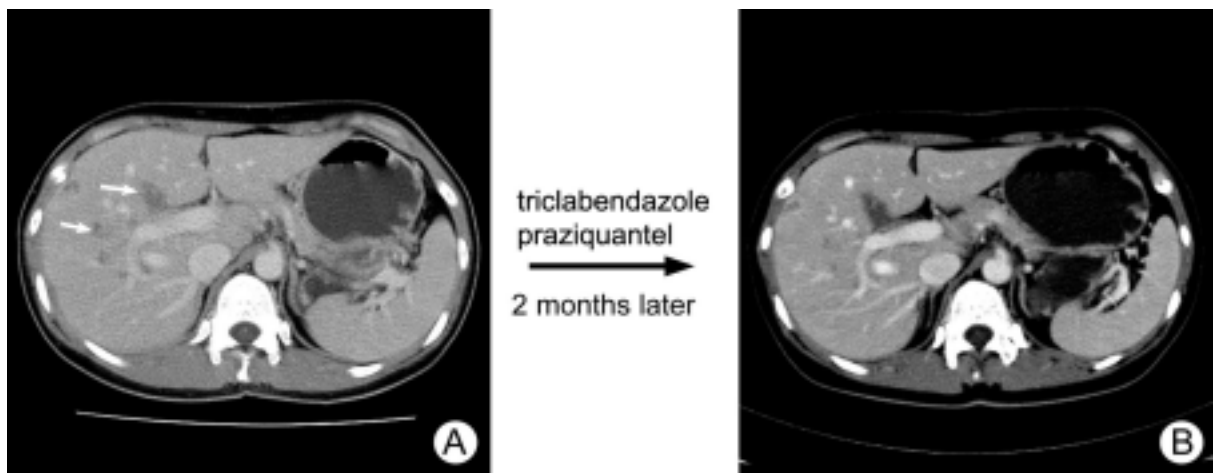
CT images of hepatic fascioliasis. Contrast-enhanced CT images show multiple, ill-defined, serpentine, hypointense lesions (arrow) in the right lobe of the liver (A). On the contrast-enhanced CT scans, multiple ill-defined hypoattenuating lesions are noted with interval improvement during portal phase (B).
